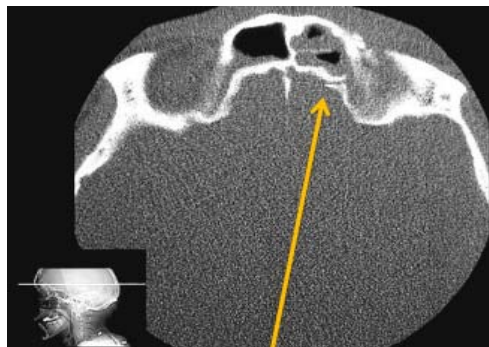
TDM cérébrale, fenêtre osseuse en coupe coronale montrant l'incarcération de la dure-mère(risque de brèche ostéo-méningée). [210]
